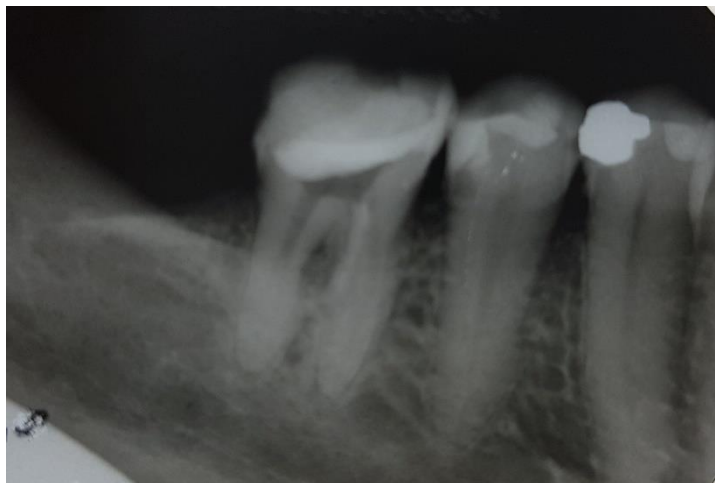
Radiografia periapical para visualizar o selamento da perfuração.
